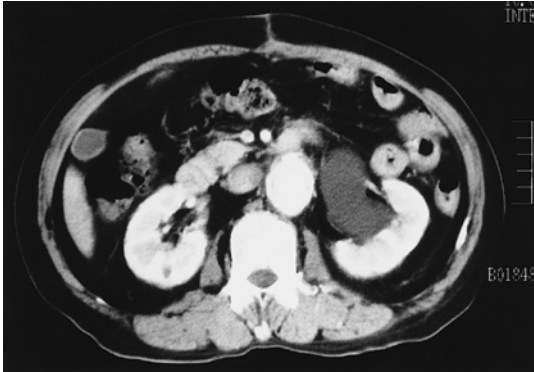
Abdominal CT scan reveals left hydronephrosis (case 1)
